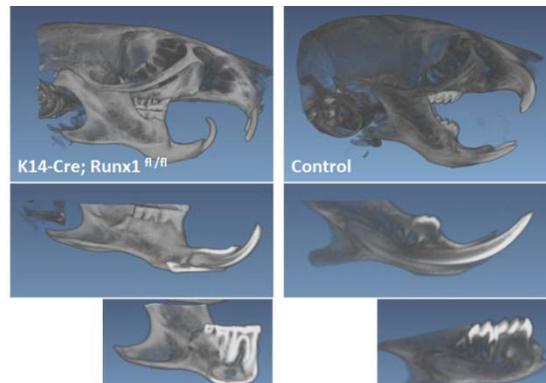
Runx1 変異マウスのマイクロ CT 所見
